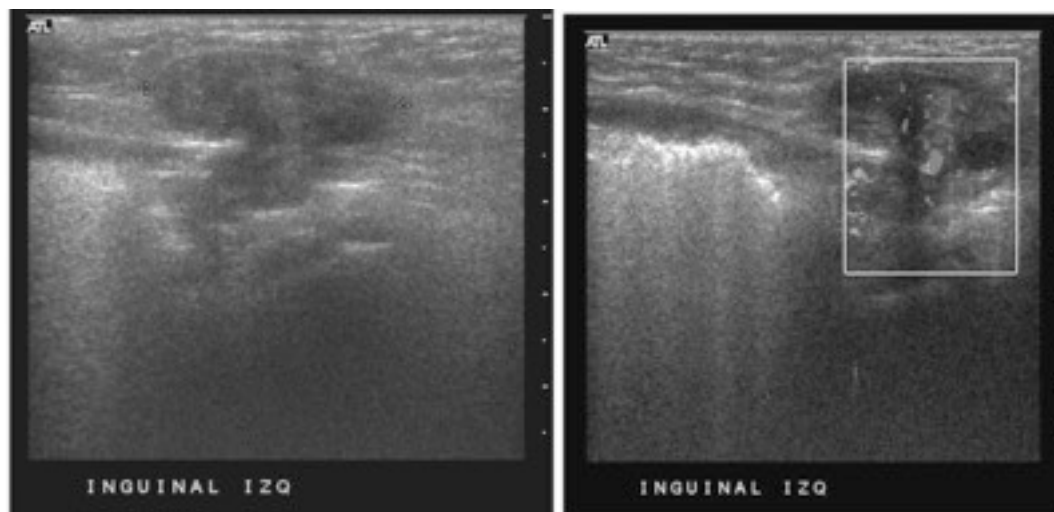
Epiplocele, y el mismo con Doppler color (der)
